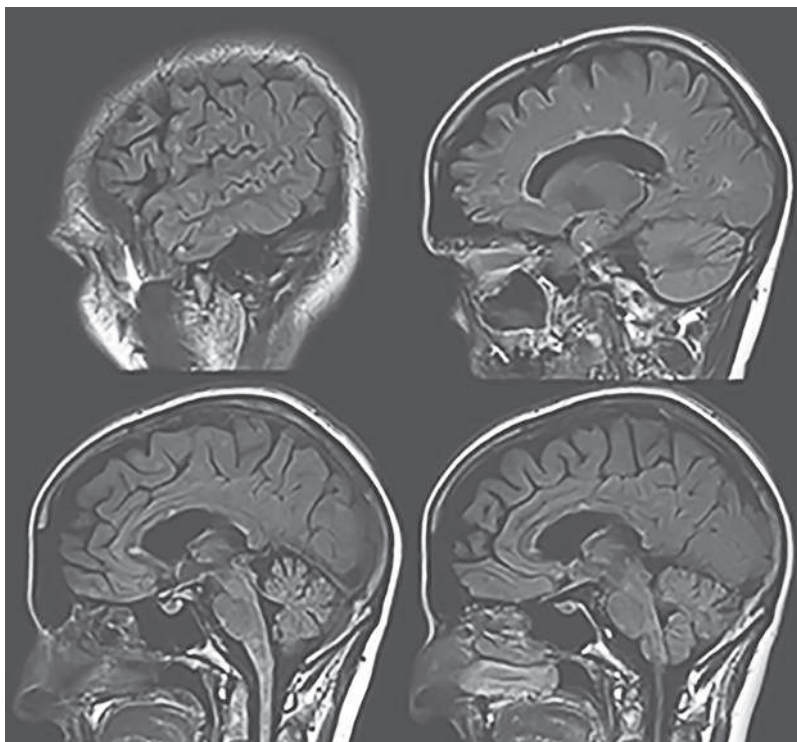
МРТ головного мозга в режиме T2FLAIR, сагиттальная проекция. Гиперинтенсивные очаги демиелинизации в субкортикальном, юстакортикальном и перивентрикулярном белом веществе полушарий большого мозга, в мозолистом теле, среднем мозге, мосту мозга, продолговатом мозге, мозжечке
